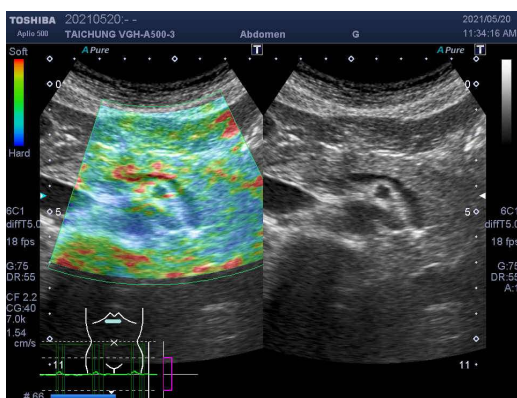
正常胰臟超音波掃描的聲波輻射力脈衝成像(左圖)與傳統超音波影像(右圖)比較，胰臟實質呈現與周邊軟組織結構相同硬度的均勻色彩(綠色)。
